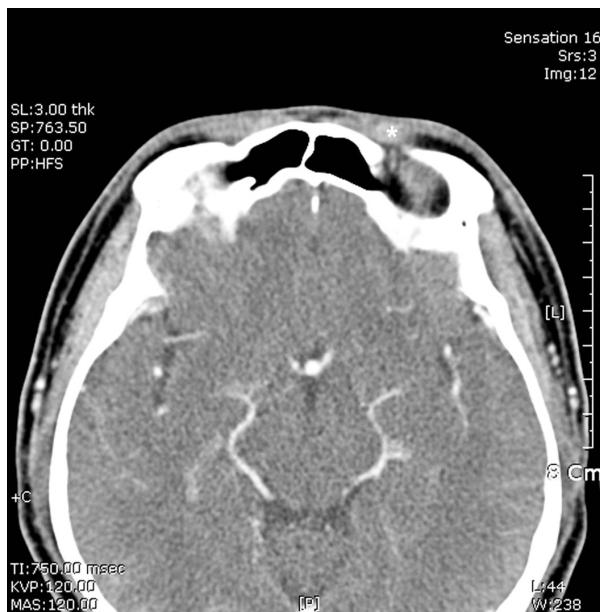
CT image shows a ill-defined, enhancing infiltration involving upper anterior soft tissue of the left eyelid (*).
